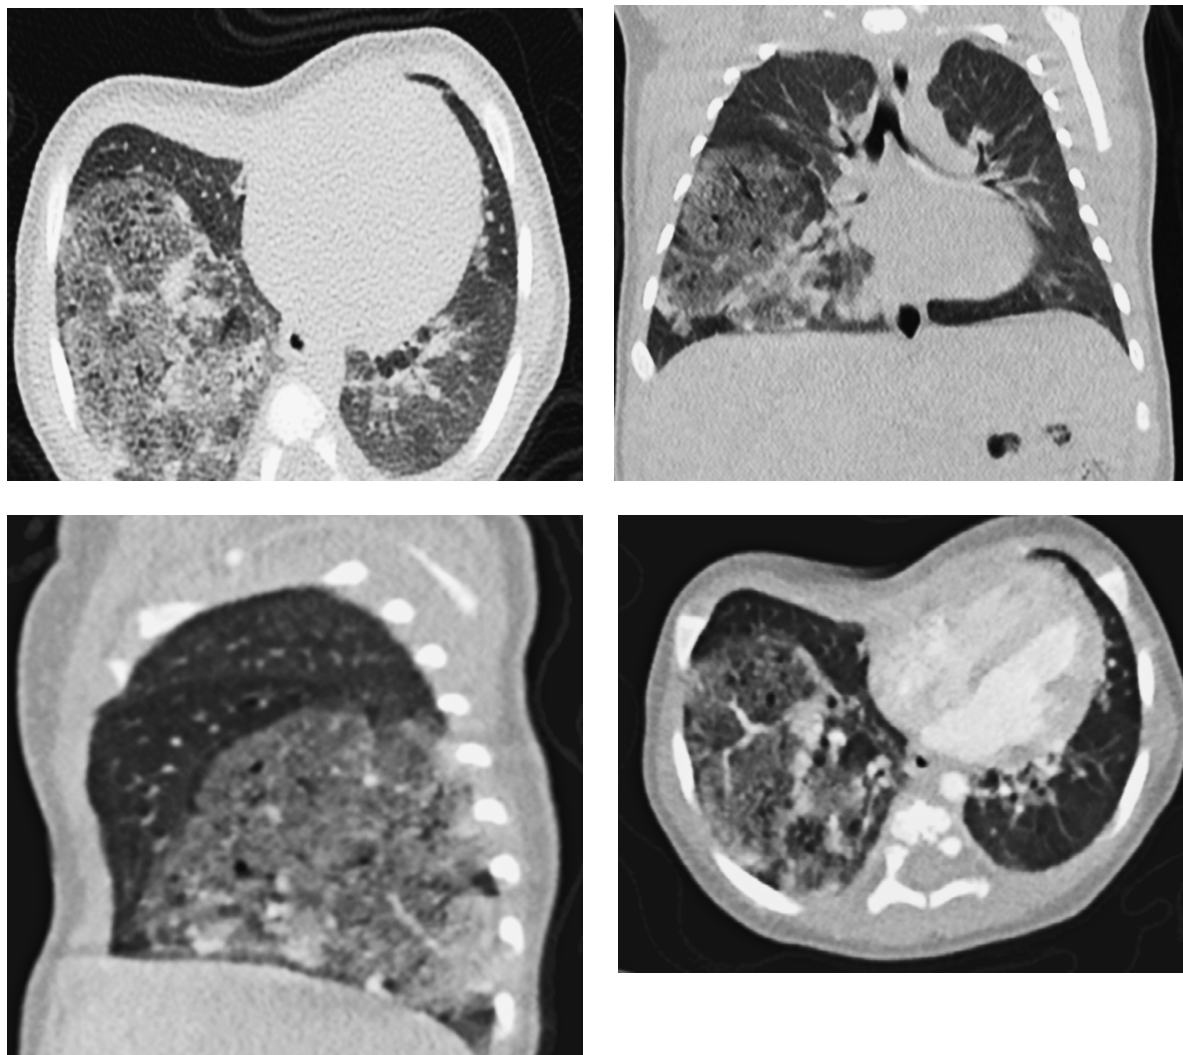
Мультиспиральная компьютерная томограмма грудной клетки в мягкотканном и легочном окнах
